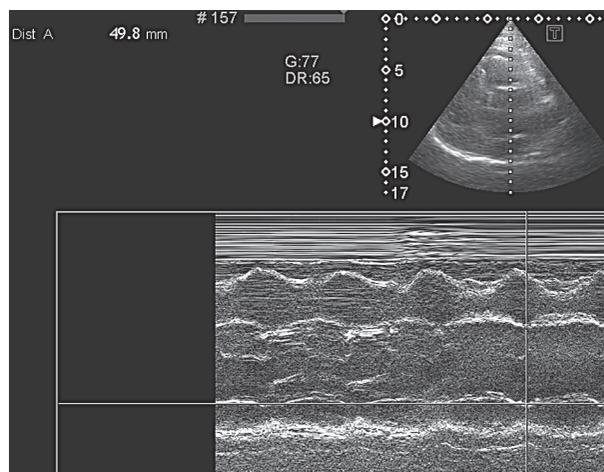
Эхокардиография в М-режиме. Аневризма аорты. Диаметр восходящей аорты 4,98 см
